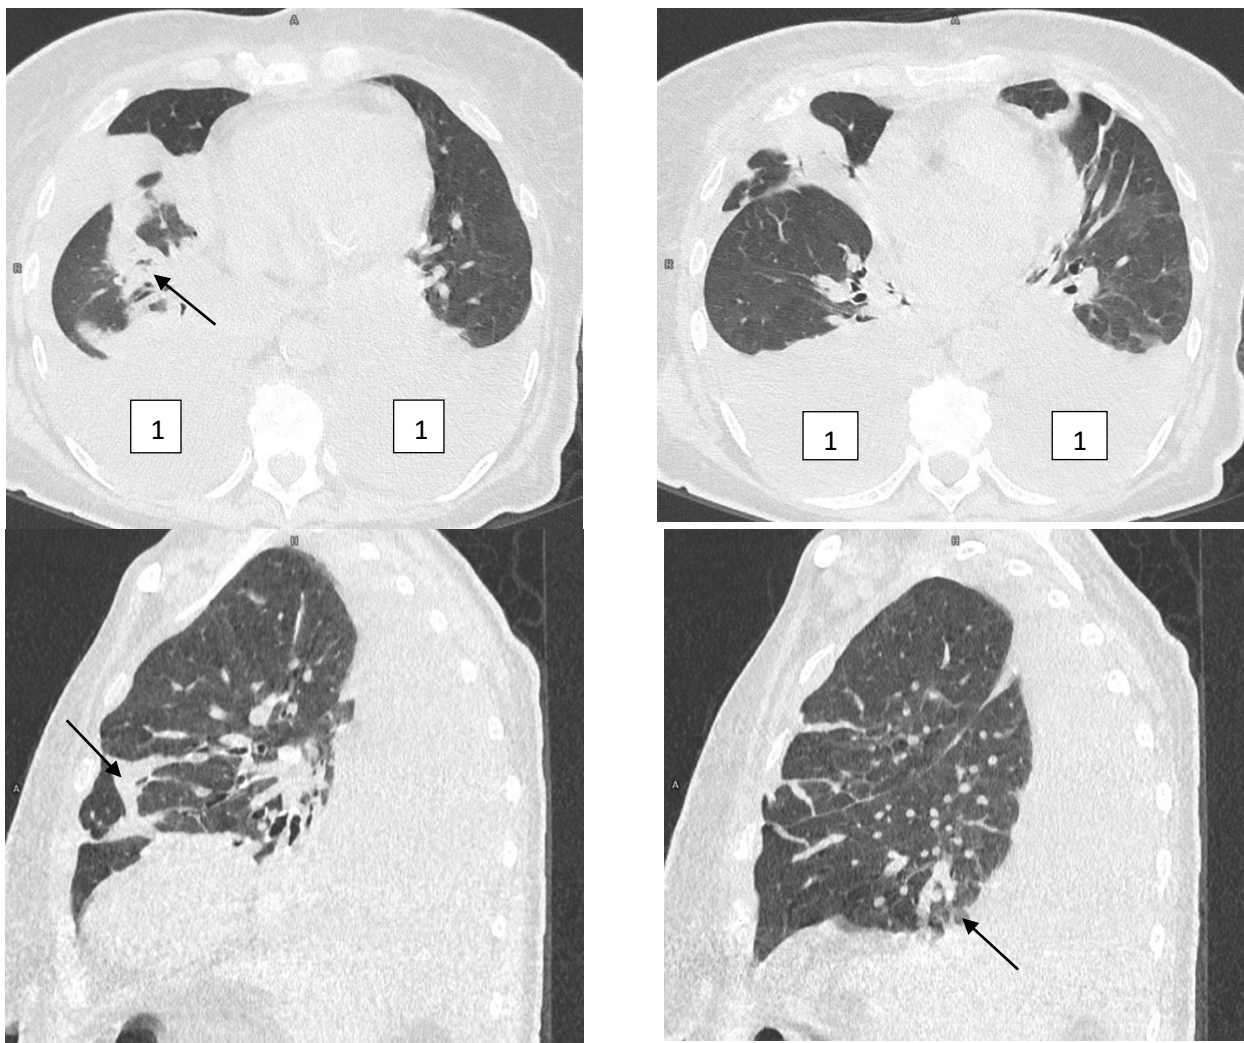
КТ. Пациент с ШВ стадией ММ, ХБП 5. Двусторонний гидроторакс (1). Двусторонняя полисегментарная пневмония. Скрытый вариант течения. Зона консолидации легочной паренхимы воспалительного характера в нижних долях обеих легких (показана стрелками)
